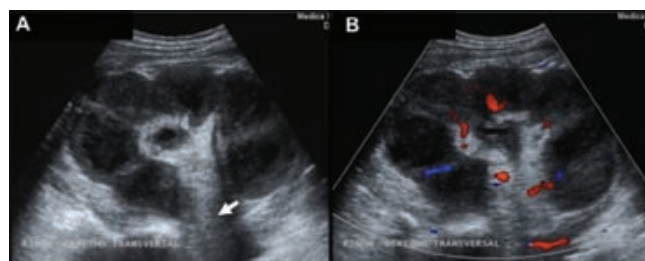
Ultrasonido renal. A) Riñón derecho con dimensiones de 164 × 93 × 140 mm, con pérdida de la relación corticomedular. Dilatación de grupos colectores. Pérdida de la grasa perirrenal. Dilatación ureteral de 9 mm (flecha). B) Por ecografía Doppler color se observó disminución significativa de la vascularidad.
